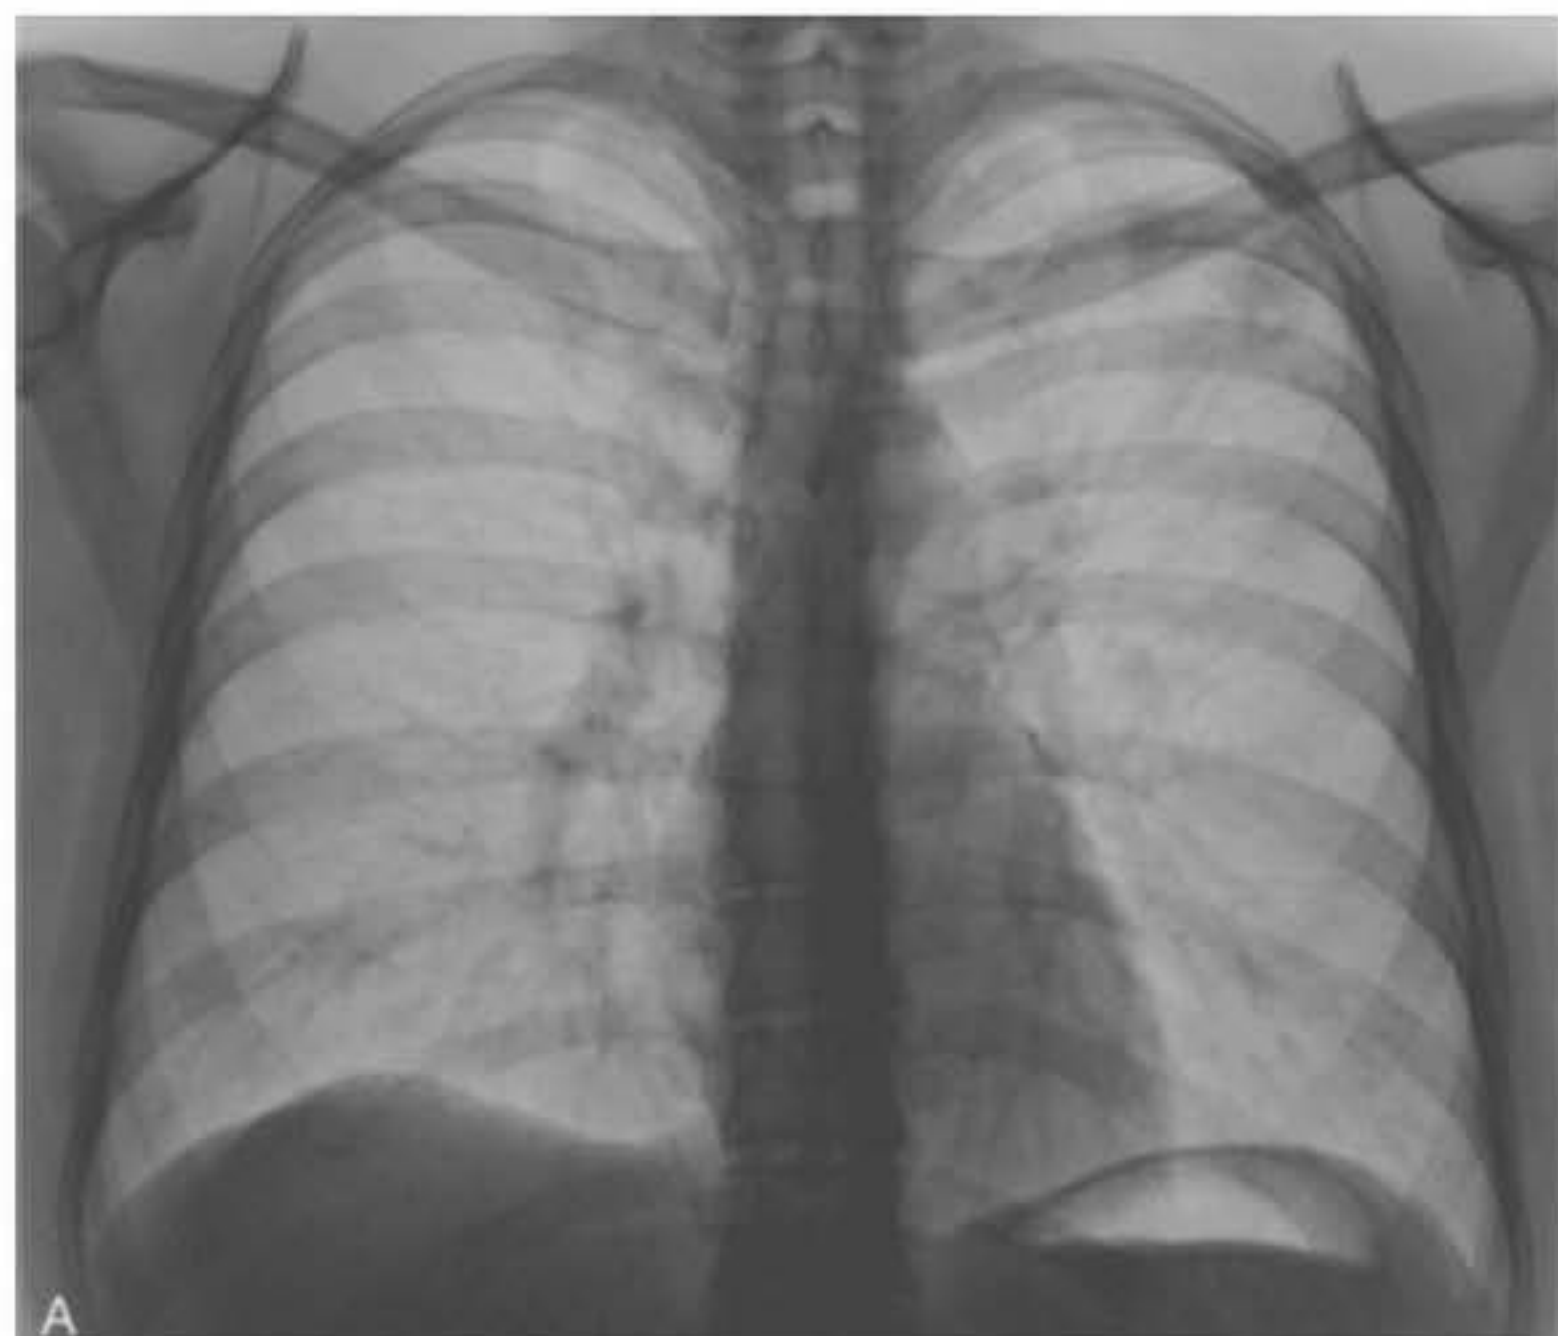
Radiografias do tórax na projeção posteroanterior (A) e projeção em decúbito lateral esquerdo com raios horizontais (B). Em A, caracteriza-se obliteração do seio costofrênico esquerdo, e em B, na incidência em decúbito, observa-se nível líquido no aspecto pendente do tórax, confirmando derrame pleural livre.
